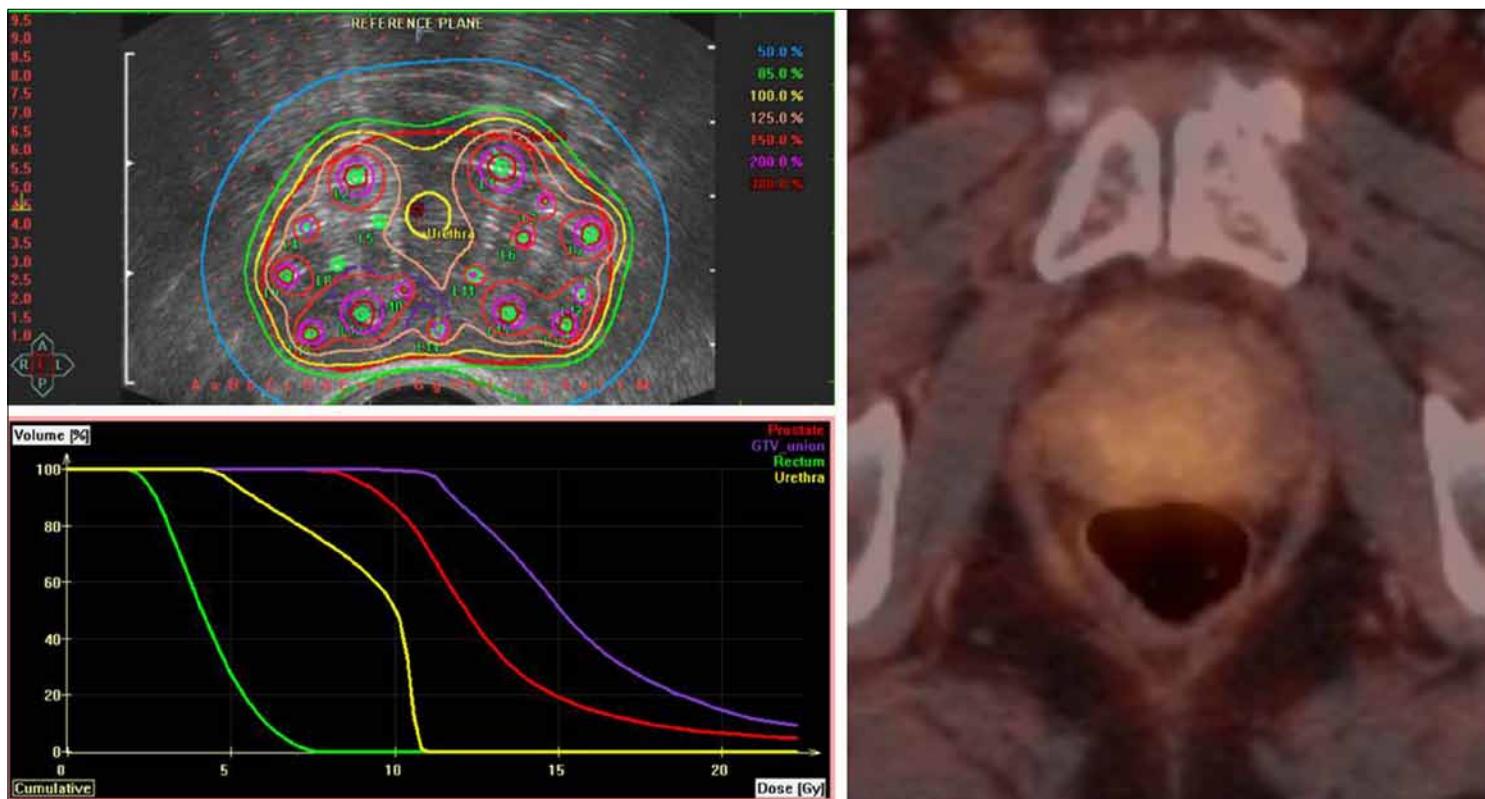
exemplarily shows the dose distribution using focal dose escalations applied by HDR-brachytherapy (top left). Please notice the dose reduction in the central area to spare the urethra. The corresponding Ga68-PSMA-PET/CT (right) shows the multilocular tumor lesions. The corresponding dose volume histogram (bottom left) shows the dose distribution for rectum (green), urethra (yellow) as well as the whole prostate (red) and the boosted GTV-union volume (purple).
